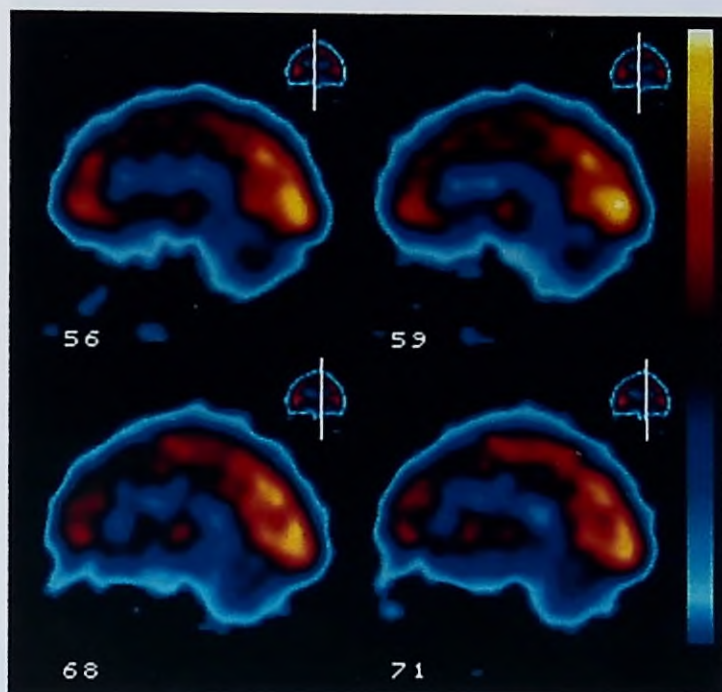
Atrofia olivopontocerebelosa. Cortes transversales del SPECT cerebral con ^{99m}Tc -ECD de un paciente portador de atrofia olivopontocerebelosa. Se evidencia severa hipoperfusión cerebelosa y del tronco encefálico, así como trastornos moderados de la perfusión prefrontal (R. Ferrando. Centro de Medicina Nuclear UdelaR).
